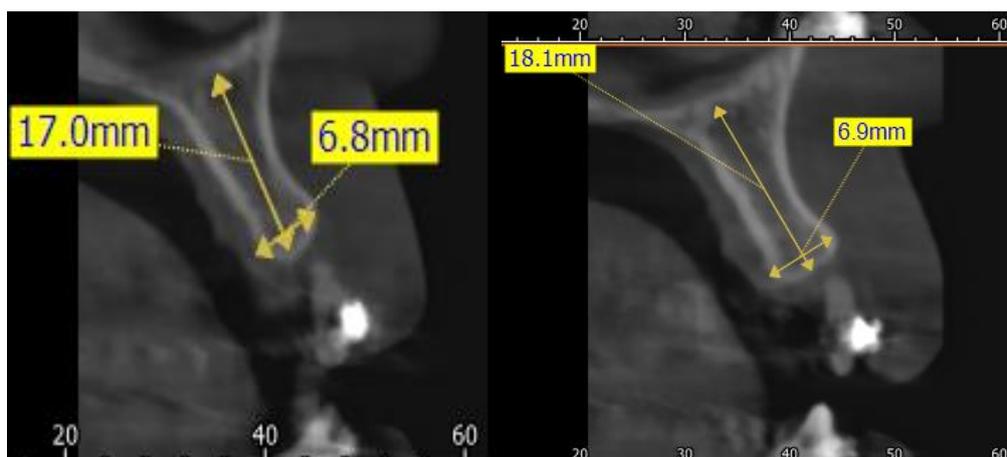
КТ верхней челюсти в сагиттальной проекции.
